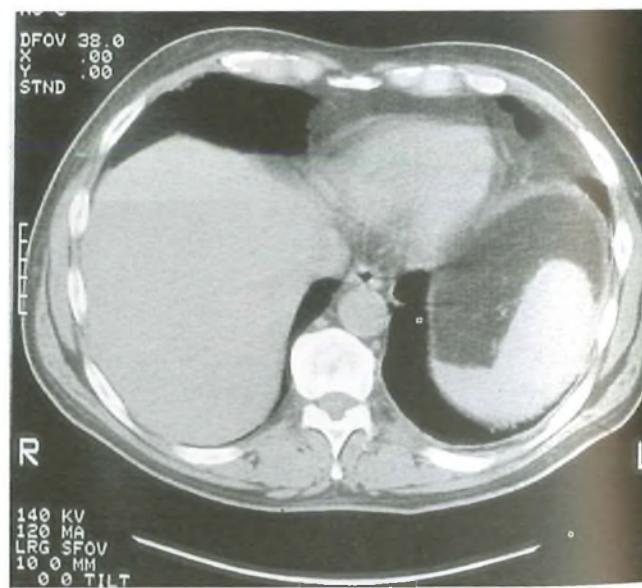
TAC dell'addome superiore: si apprezza una milza di volume superiore alla norma dove si rileva una vasta area di ipodensità riferibile a linfoma non Hodgkin; il fegato si presenta di regolare volume senza alterazioni focali.
